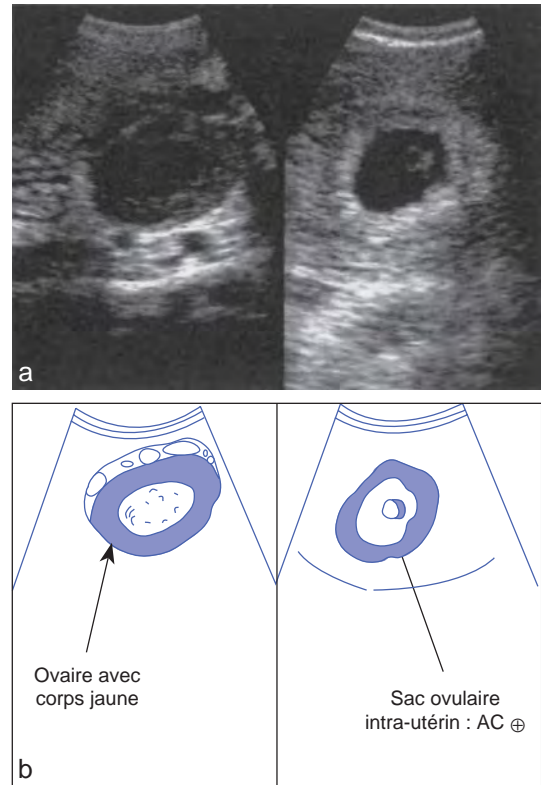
Grossesse intra-utérine débutante de 5 SA avec corps jaune gravidique (échographie vaginale) (a, b).
